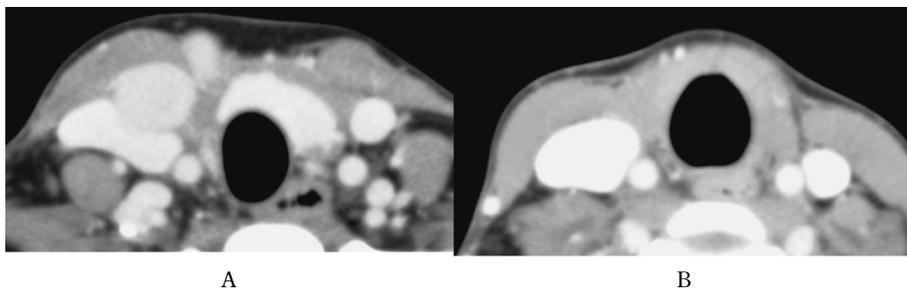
A, B 左側は、症例 3 の術後 8 カ月後の造影 CT を示す。内頸静脈領域と、気管右側、胸鎖乳突筋内側にリンパ節腫脹を認める。右側は追加治療一年後の CT であり、再発所見を認めていない。
